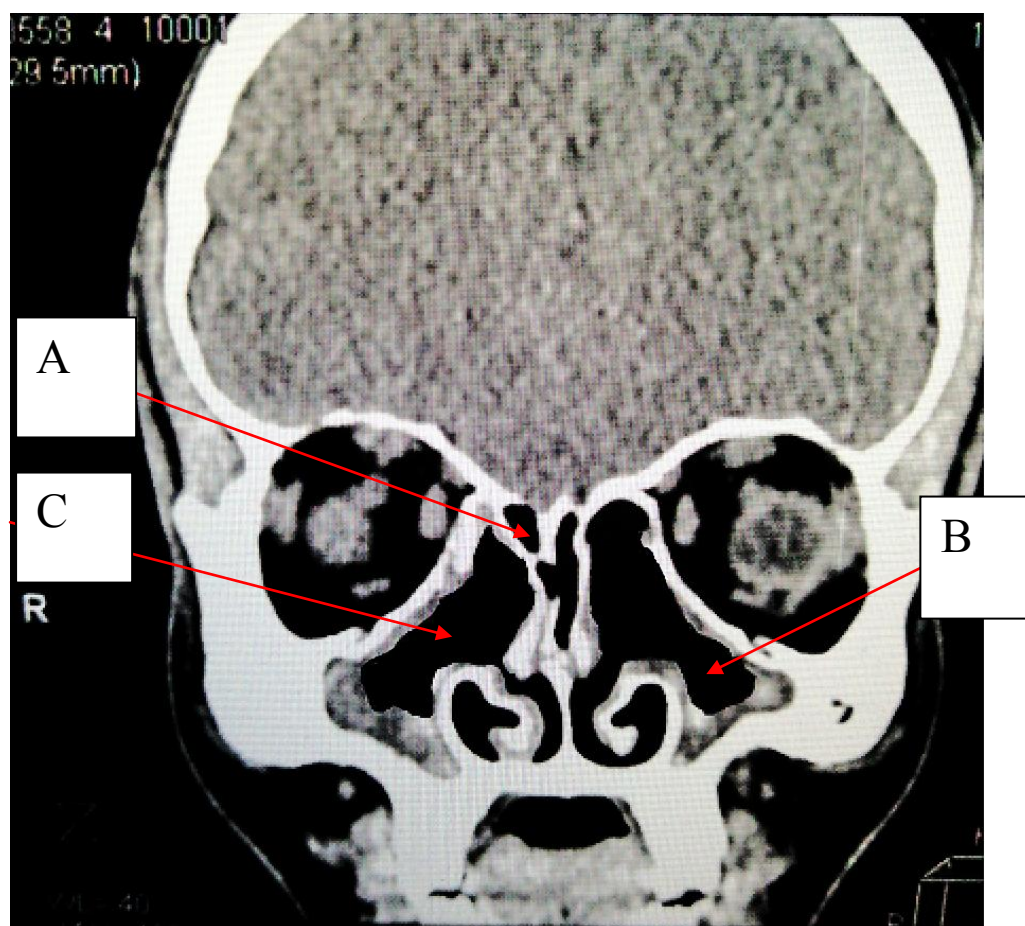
КТ околоносовых пазух пациента К., после 6 месяцев лечения. Восстановление пневматизации решетчатых пазух (А), верхнечелюстных пазух (В), функциональные естественные соустья верхнечелюстных пазух (С).
